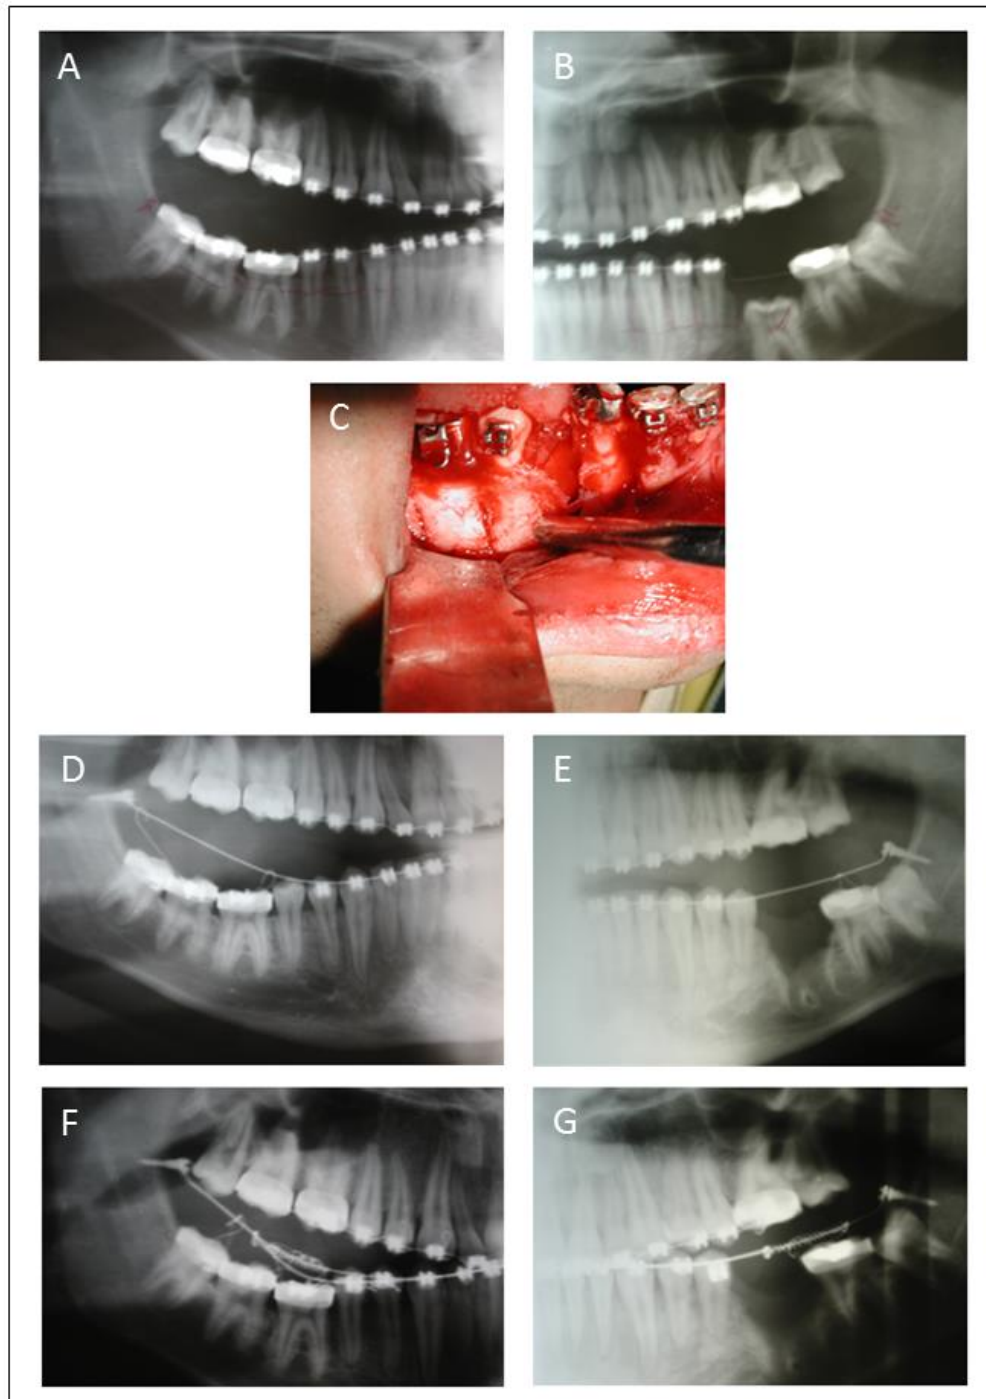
Alveolar distraction case: (A, B) Initial radiographs showing the PFE in both sides; (D, E) osteotomies were performed at the mesial and distal sides of each posterior tooth during mandibular surgery; radiographs at the start of the distraction osteogenesis procedure; (F, G) progress radiographs.
